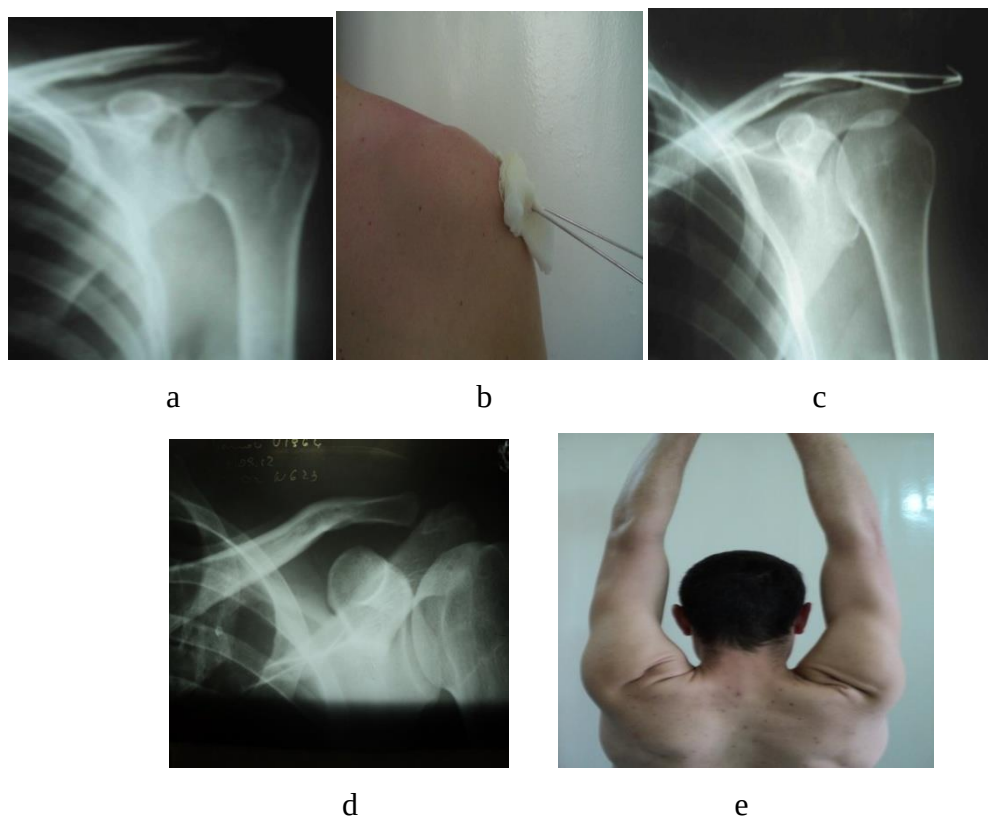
Pacientul A.: a - imaginea radiografică antero-posterioară a claviculei stângi, b - imaginea fixării cu broșe, c - imaginea radiografică după artrosinteză cu broșe, d - imaginea radiografică după extragerea broșelor, e - volumul mișcărilor la 6 luni după survenirea traumatismului în articulația umărului deplin, indolor
